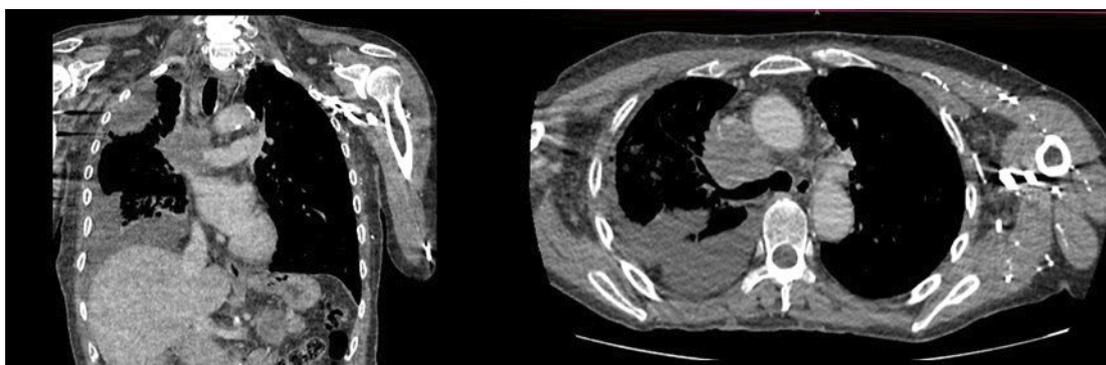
CT de tórax con contraste ventana mediastinal muestra lesión neoplásica en el lóbulo superior del pulmón derecho con compromiso mediastinal.
